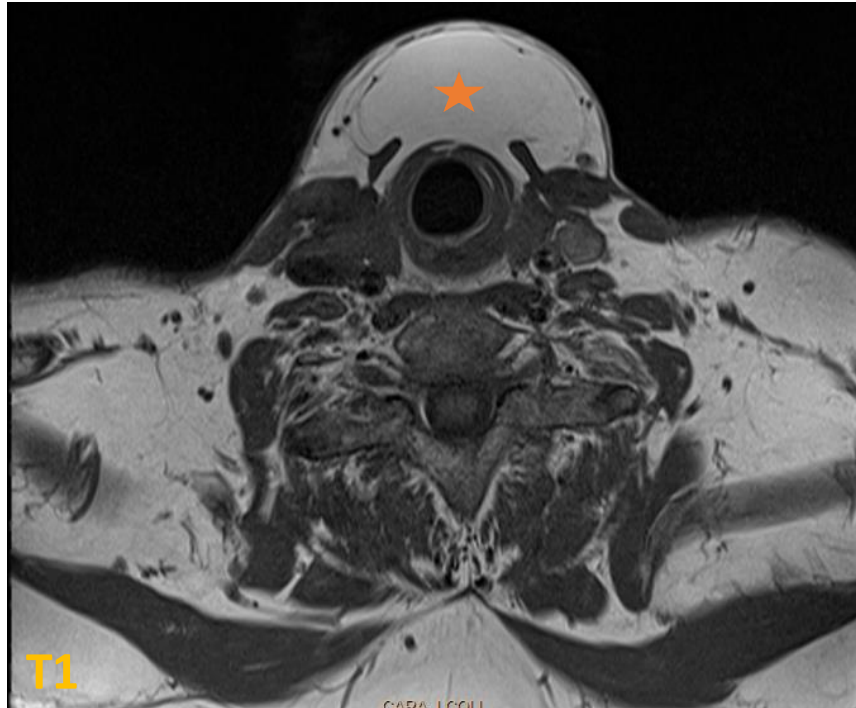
RM donde se observó tumoración hiperintensa en T1 y T2, sugestiva de tumoración de origen lipomatoso.
